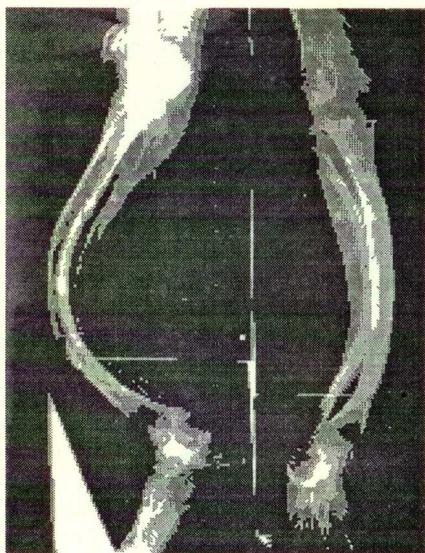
Рентгенограммы правой голени больного 3. до лечения.
